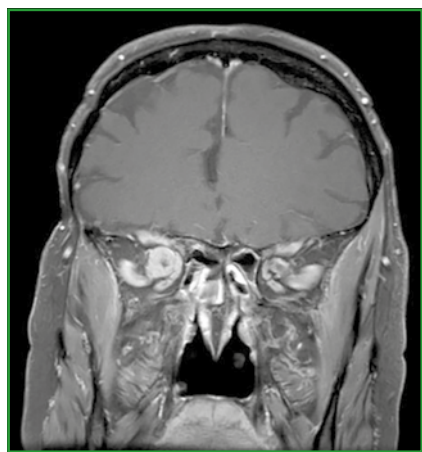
IRM coupe coronale T1. Méningiome de la gaine du nerf optique droit.
